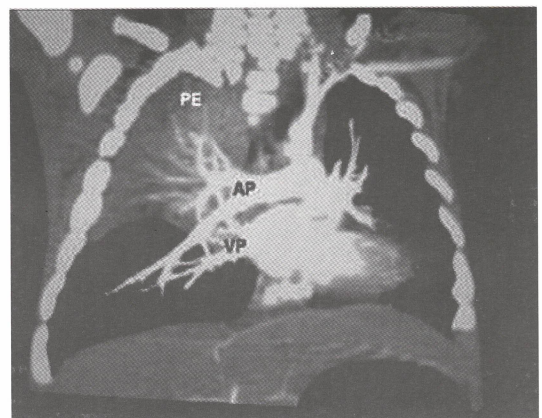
Angio TAC. Malformación pulmonar (PE). Irrigación por arteria pulmonar (AP), drenaje venoso por vena pulmonar (VP).
